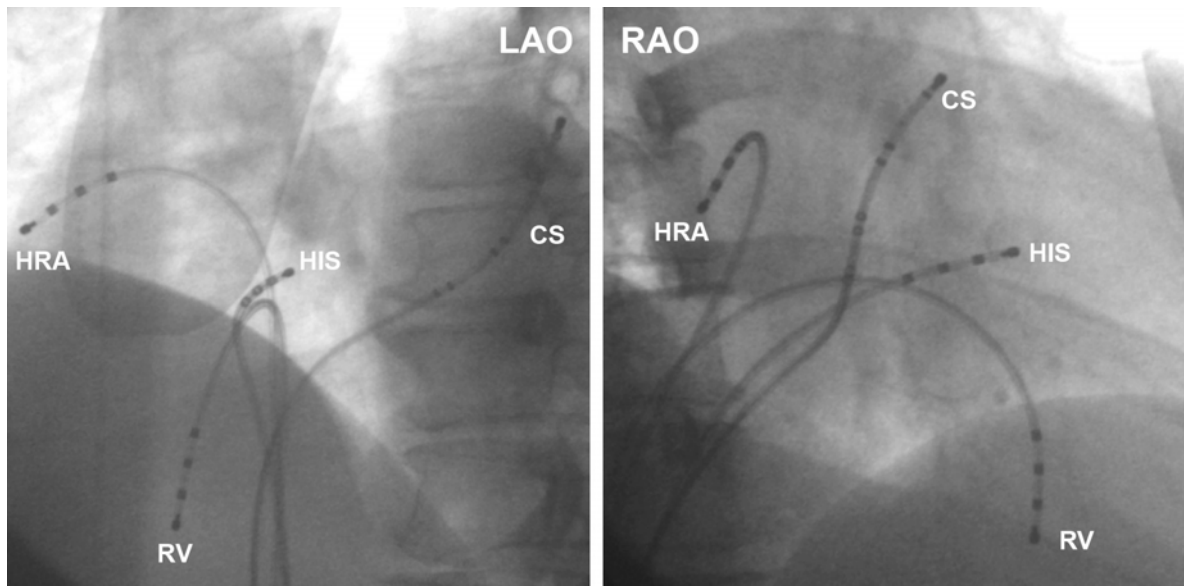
Standard-Katheterpositionen während einer EPU; Röntgenaufnahme (LAO 45° und RAO 30°)
